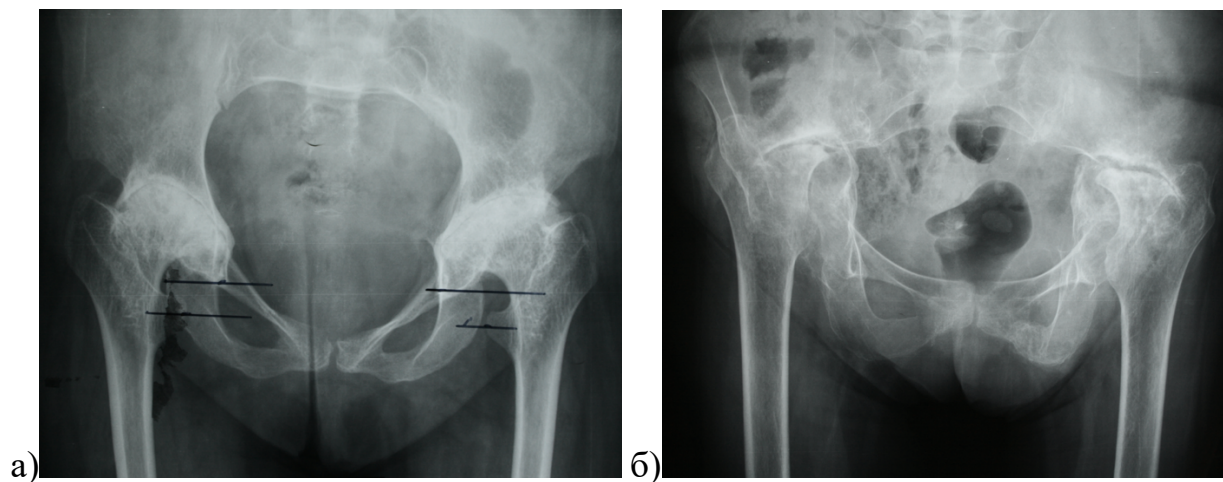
Обзорные рентгенограммы таза пациентов с системной патологией: а – женщина 33 лет с двусторонним серопозитивным ревматоидным артритом (верхняя и медиальная миграция головок бедренных костей); б – женщина 44 лет с выраженным протрузионным процессом и полным разрушением головок бедренных костей и верхних отделов вертлужной впадины
